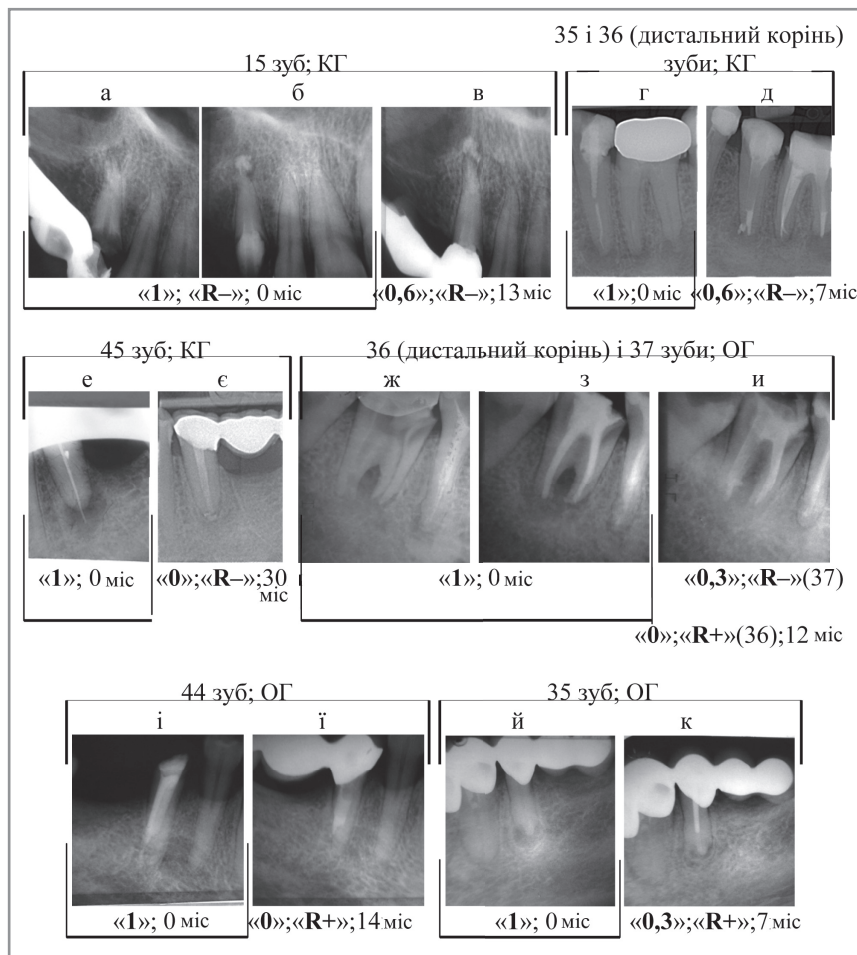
Приклади динаміки рентгенологічних змін стану тканин періодонта («1»; «0,6»; «0,3»; «0») на фоні контролю якості герметизації кореневого отвору («R+»; «R-») в різні терміни в місяцях (0 міс, 5–8 міс і 12–30 міс) спостереження у пацієнтів основної та контрольної груп (ОГ; КГ)
